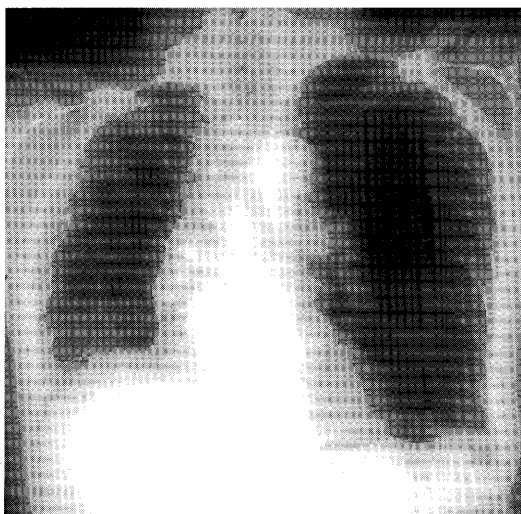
Chest radiograph shows reticular and linear shadows in the lower lung field.
